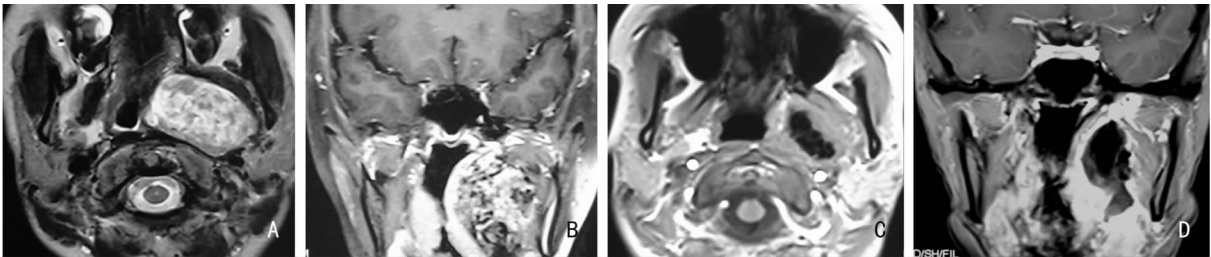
患者 2 术前 MRI 强化水平位(A)和冠状位(B)显示肿瘤位于咽旁隙,将口咽侧壁向对侧挤压,颈内动脉向后外挤压,与腮腺关系密切,不均匀强化;术后 1 周 MRI 强化水平位(C)和冠状位(D)显示肿瘤无残留
